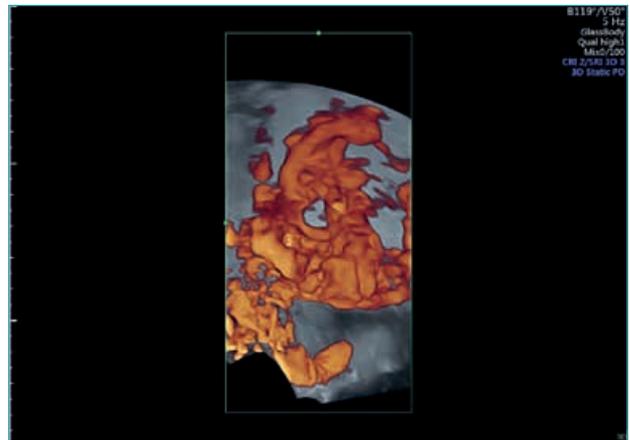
Visão tridimensional renderizada da hipervascularização intraplacentária, associada ao power Doppler
